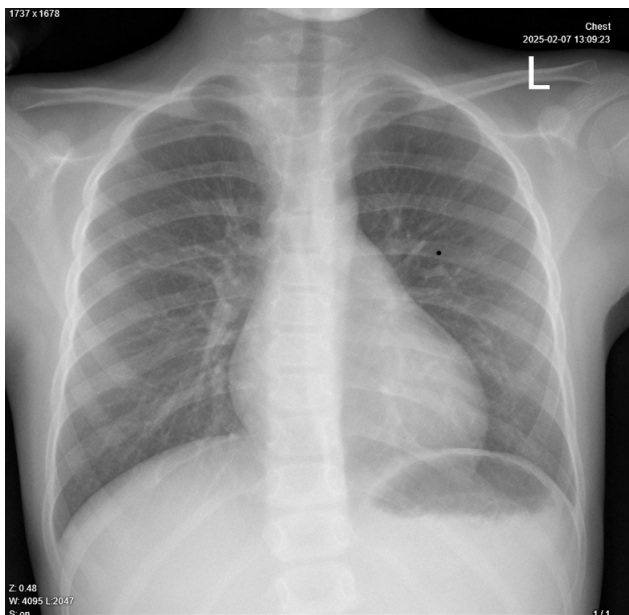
Chest X-ray of a 7 year old female patient, bilateral peribronchial thickening in the perihilar regions
